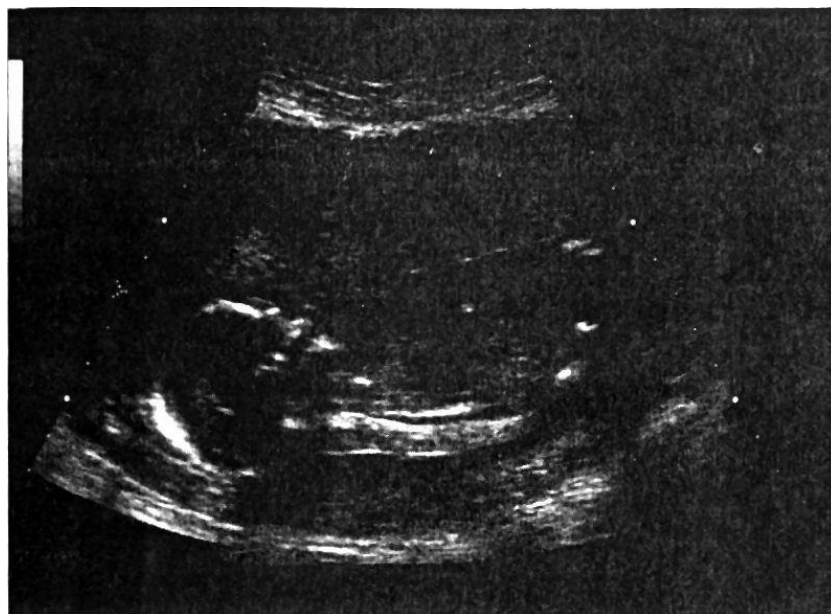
Imagen de ultrasonido en modo B (3.5 MHz) de un feto (vista sagital) [6].
